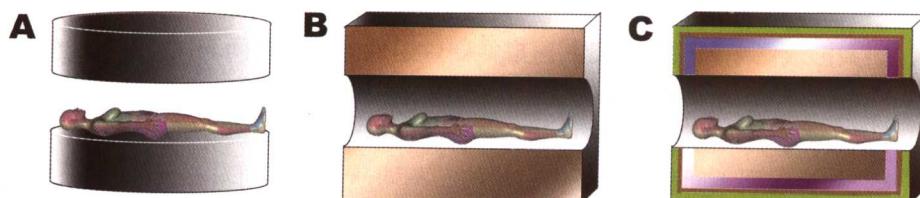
左图为永磁型磁体，中图为常导型磁体，右图为超导型磁体。超导型磁体的通电线圈位于液氮所形成的超低温环境中，一般可以产生较高强度的磁场环境 ($>1.0T$)。目前，中国医院普遍使用的为永磁型与超导型 MRI 机
